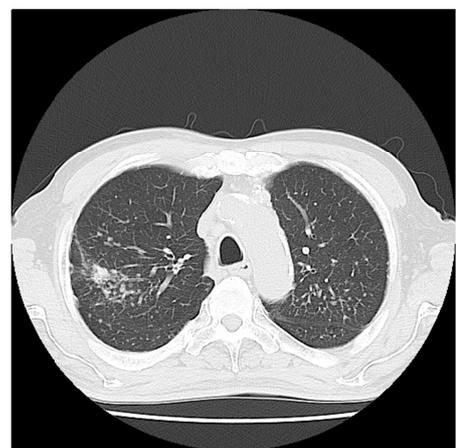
図 11 症例の CT 画像（大動脈弓部）
